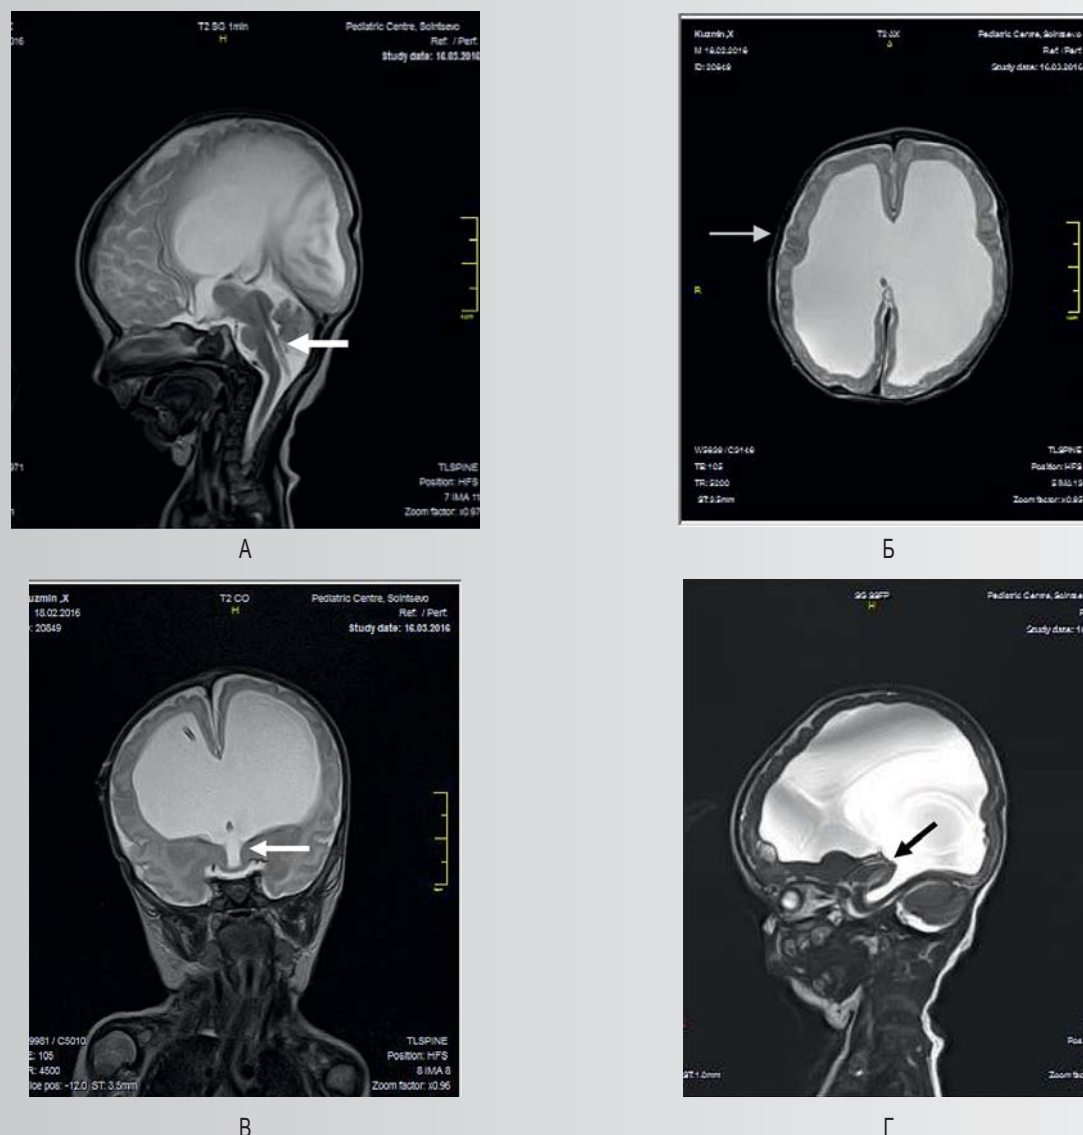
МРТ мозга после операции. А — стент водопровода мозга. Б — расширение субарахноидальных пространств, восстановление борозд и извилин. В — сокращение III желудочка. Г — сосудистое сплетение бокового желудочка после коагуляции
